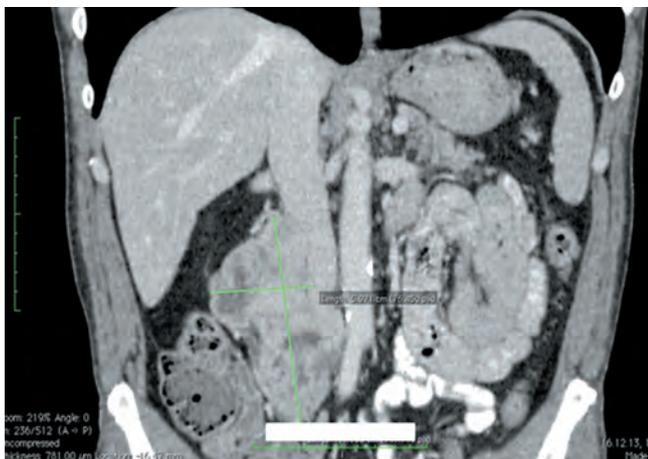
Пациент 1: мультиспиральная компьютерная томограмма забрюшинного пространства
